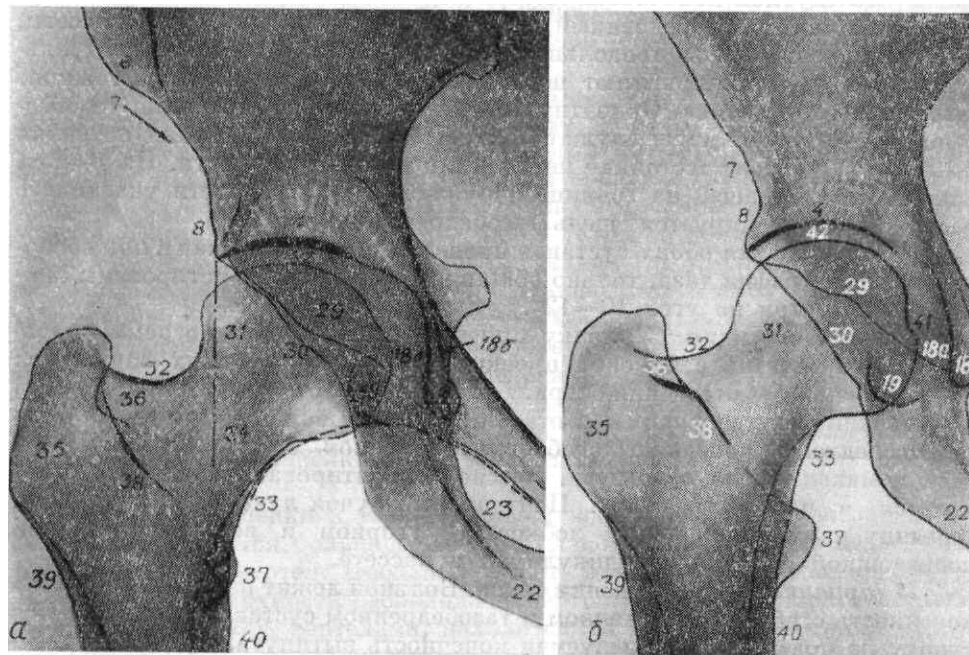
Рентгенограмма тазобедренного сустава в прямой задней проекции (*a*) и в прямой задней проекции с ротацией бедра кнаружи (*b*).
